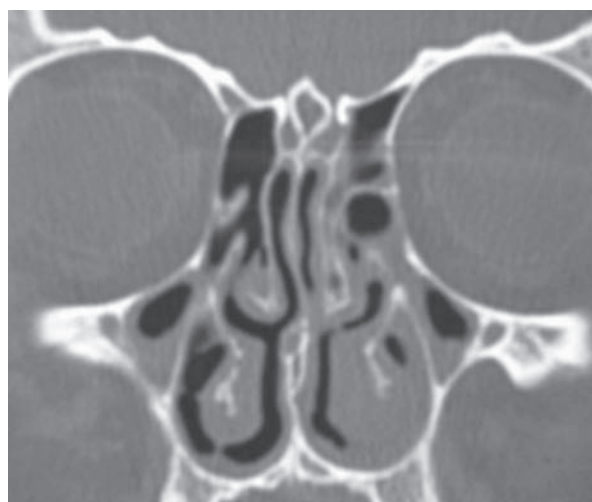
Tomografia computadorizada dos seios da face evidenciando espessamento da mucosa dos seios paranasais, com níveis hidroaéreos nos seios maxilares.
